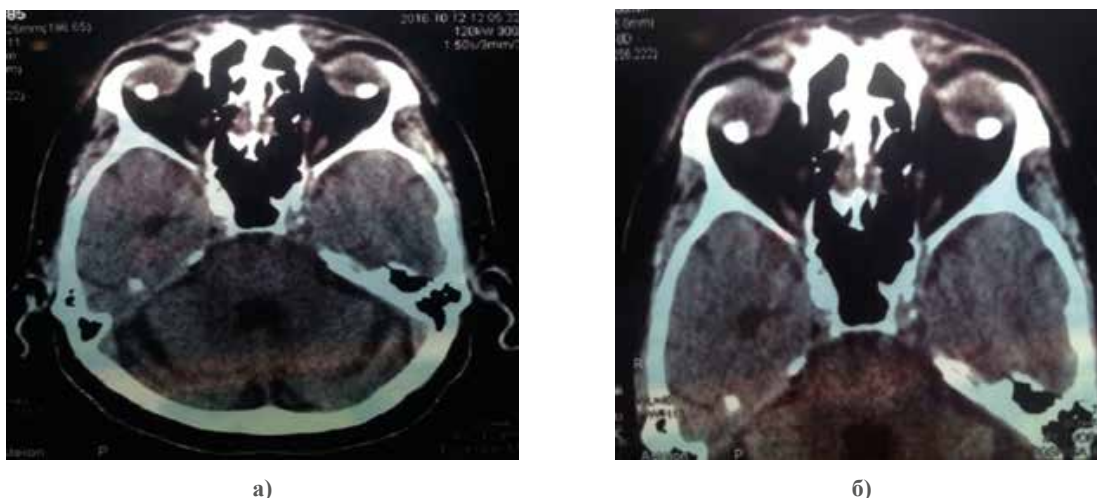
Компьютерная томография головного мозга (а) и обеих орбит (б)
